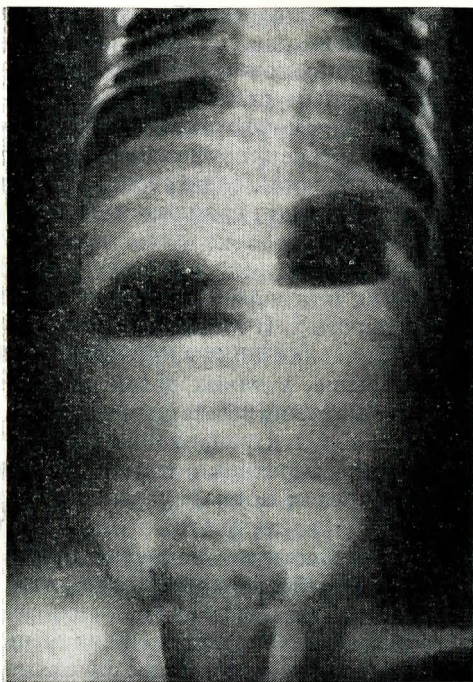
Обзорная рентгенограмма новорожденного, сделанная в вертикальном положении больного. Газовые пузыри в верхней части брюшной полости и отсутствие газа в дистальном отделе кишечника свидетельствуют об атрезии двенадцатиперстной кишки.
